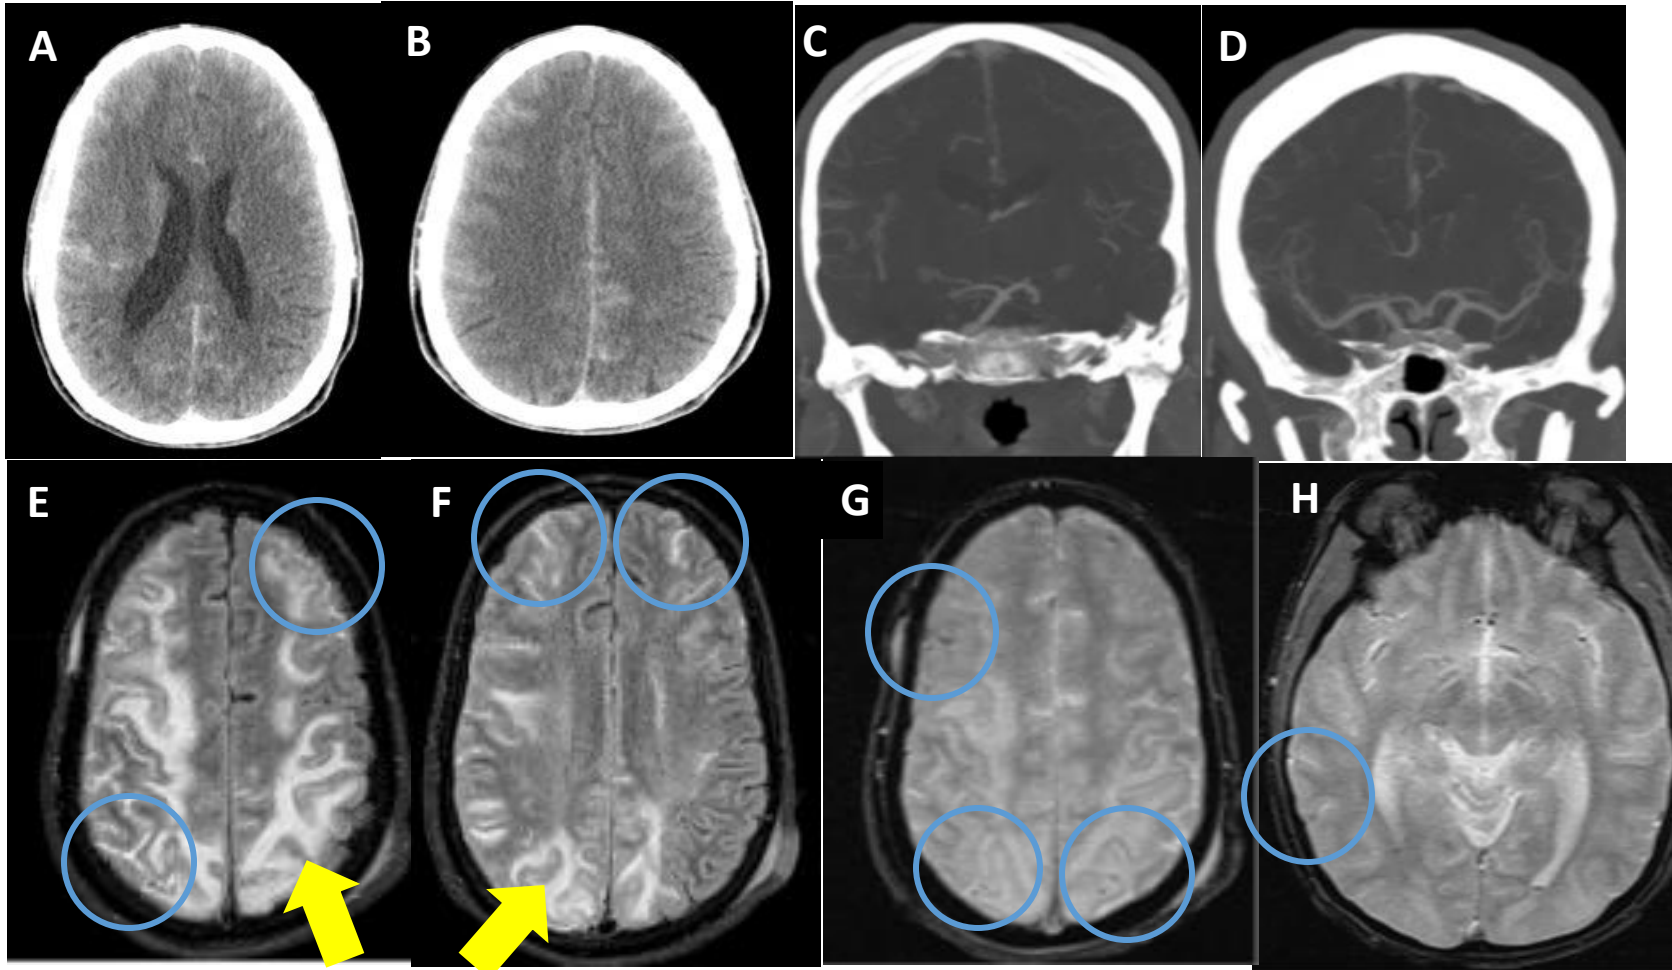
Varón de 23 años con IRC por RVU. Se realiza un TC que muestra HSA en surcos corticales bilaterales (A-B) y un ATC que no muestra alteraciones vasculares (C-D). En el estudio RM se observan los siguientes hallazgos compatibles con PRES:
